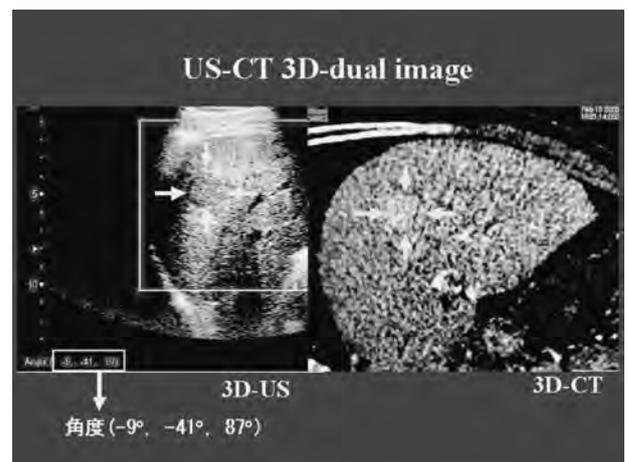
肝細胞癌の US-CT 3D-dual image
